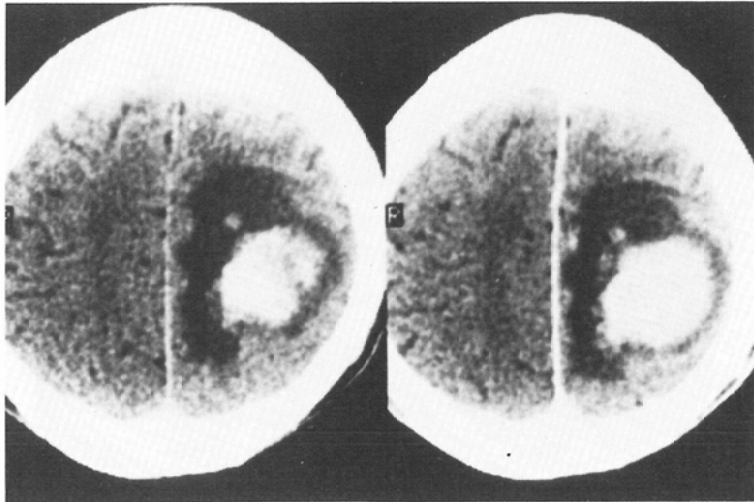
Plain CT scan shows a high density area in the left parietal region with a large perifocal low density area. It is slightly enhanced by injection of contrast material.
